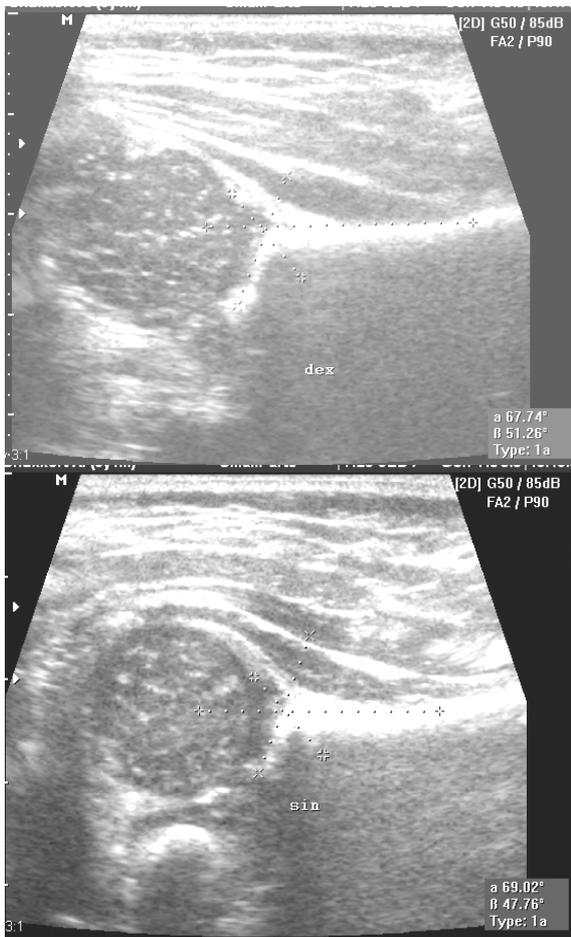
Эхотомограммы нормальных, неизмененных тазобедренных суставов (правого и левого) ребенка в возрасте 1 мес. Угловые показатели соответствуют справа $\alpha=67^\circ$; $\beta=51^\circ$, слева $\alpha=69^\circ$; $\beta=47^\circ$ – тип 1А
